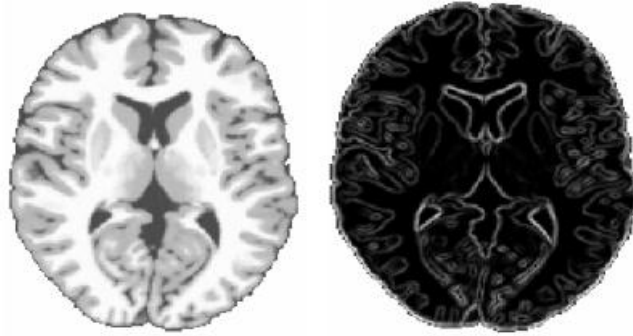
Ejemplo de MRI y la imagen de contornos asociada [5].
